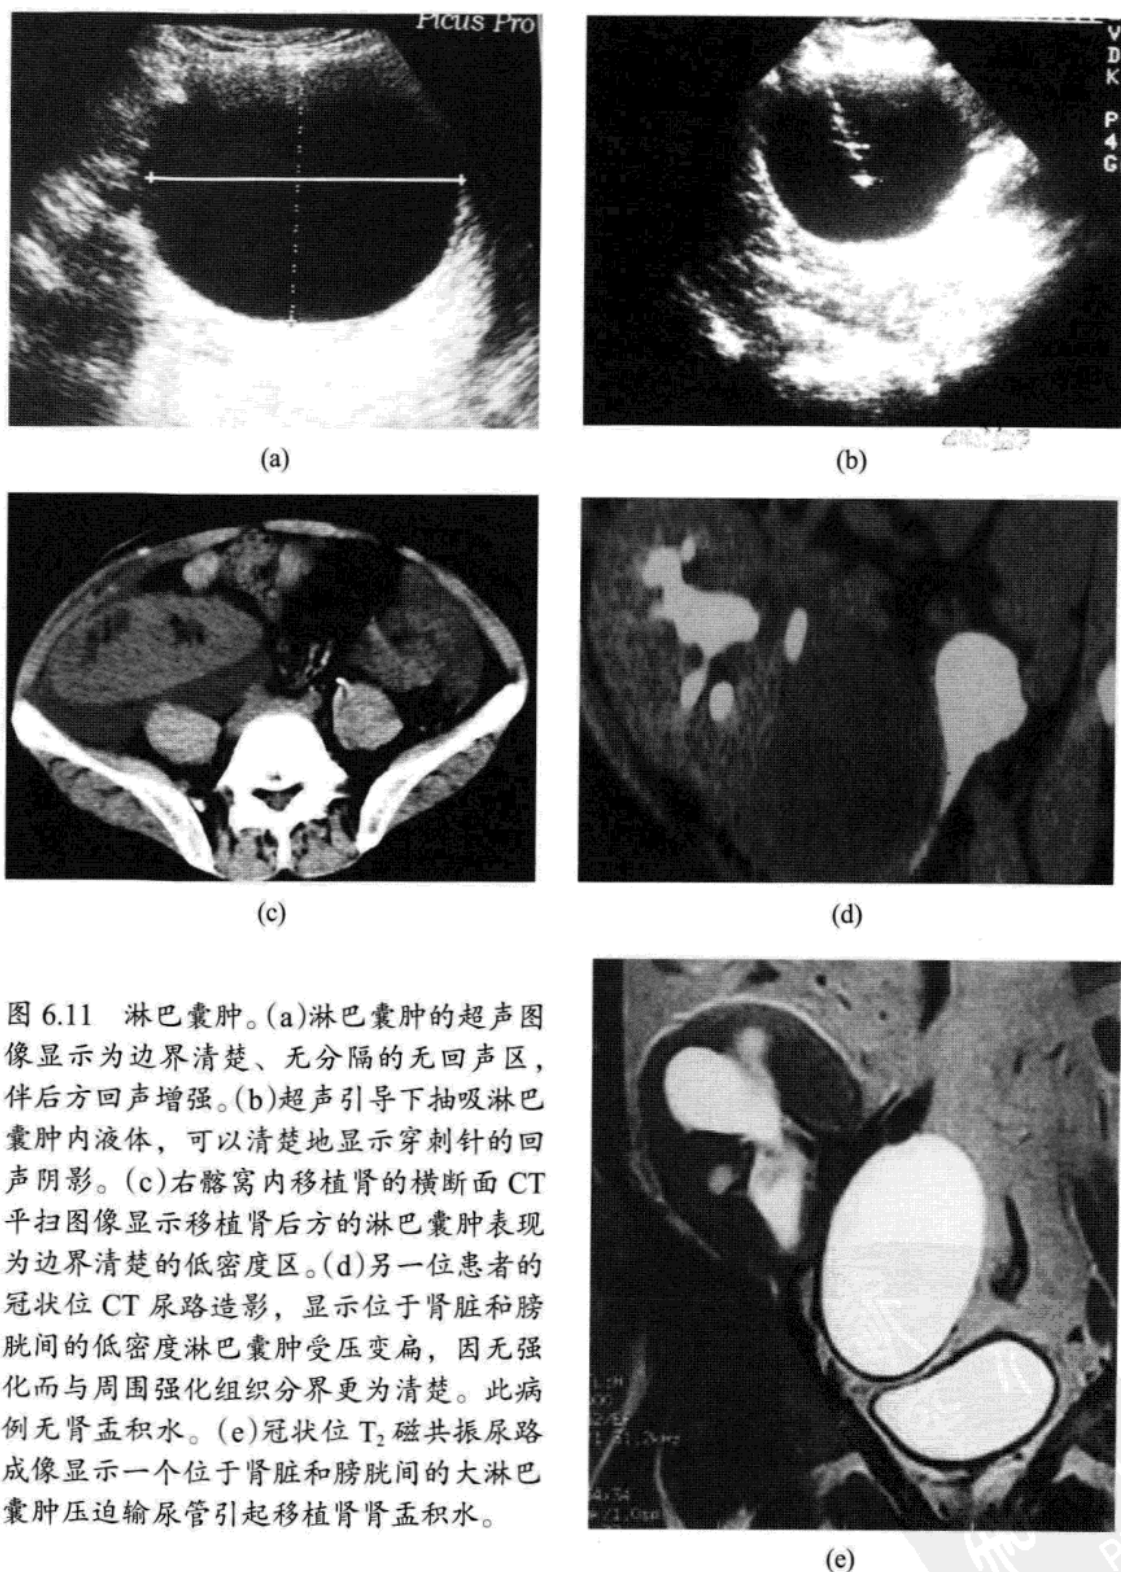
淋巴囊肿。(a)淋巴囊肿的超声图像显示为边界清楚、无分隔的无回声区，伴后方回声增强。(b)超声引导下抽吸淋巴囊肿内液体，可以清楚地显示穿刺针的回声阴影。(c)右髂窝内移植肾的横断面 CT 平扫图像显示移植肾后方的淋巴囊肿表现为边界清楚的低密度区。(d)另一位患者的冠状位 CT 尿路造影，显示位于肾脏和膀胱间的低密度淋巴囊肿受压变扁，因无强化而与周围强化组织分界更为清楚。此病例无肾盂积水。(e)冠状位 T₂ 磁共振尿路成像显示一个位于肾脏和膀胱间的大淋巴囊肿压迫输尿管引起移植肾肾盂积水。
